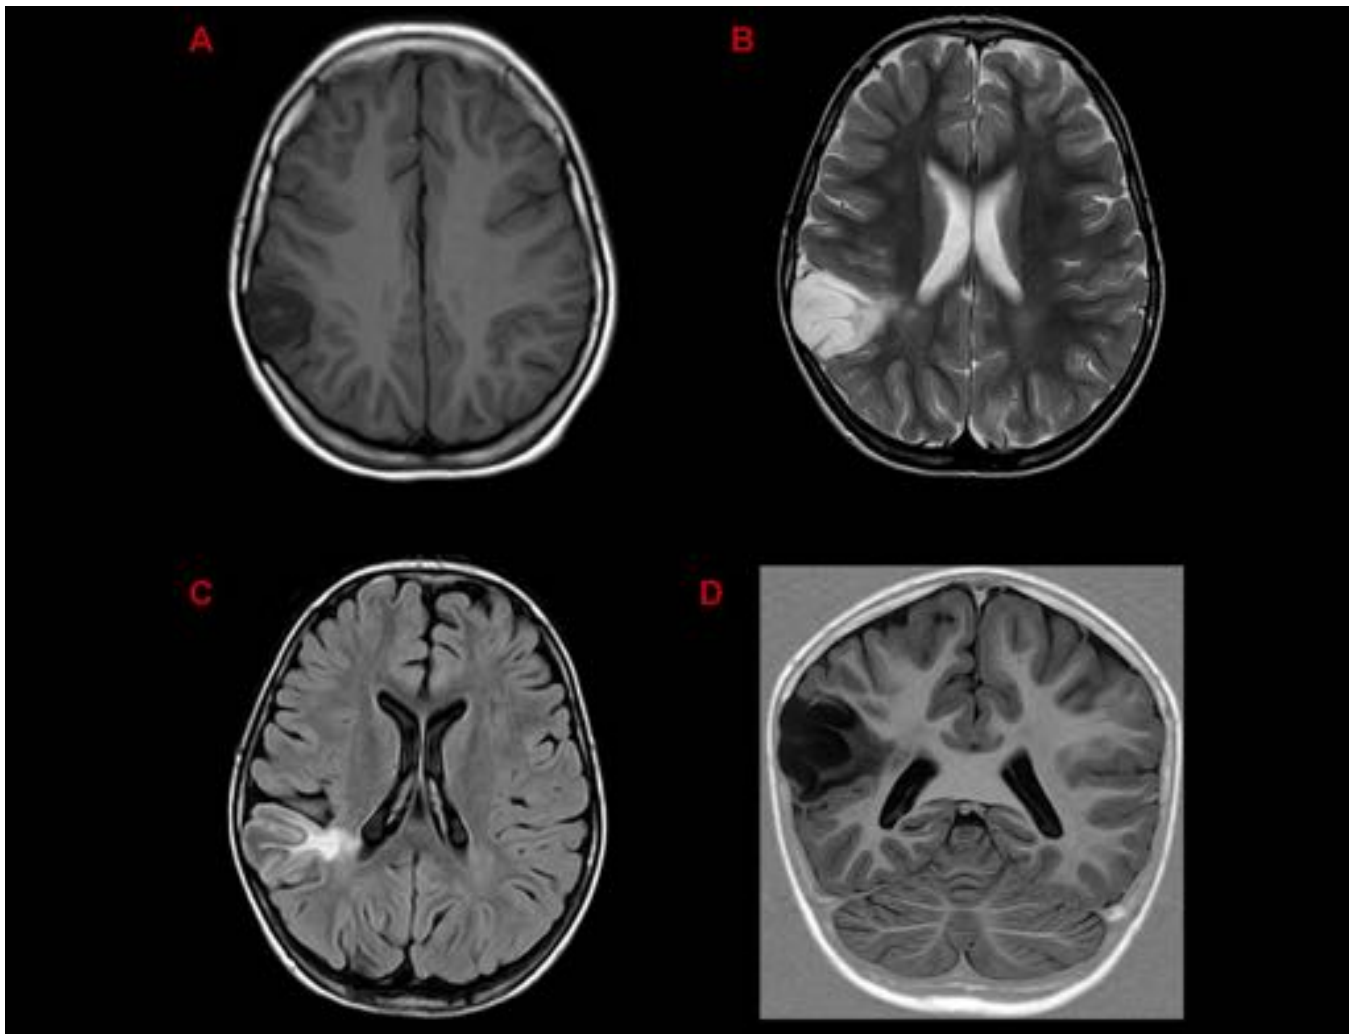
FIGURA 4. A: Axial T1. B: Axial T2. C: Axial FLAIR. D: Coronal IR. Marcado engrosamiento y alteración de señal de la corteza parietal derecha, con hiperintensidad de señal en T2 y FLAIR de la sustancia blanca yuxtacortical que se extiende hasta el atrio ventricular ipsilateral (displasia transcortical) a modo de triángulo con vértice hacia el ventrículo. Hallazgos característicos de la DCF tipo II o de Taylor.
